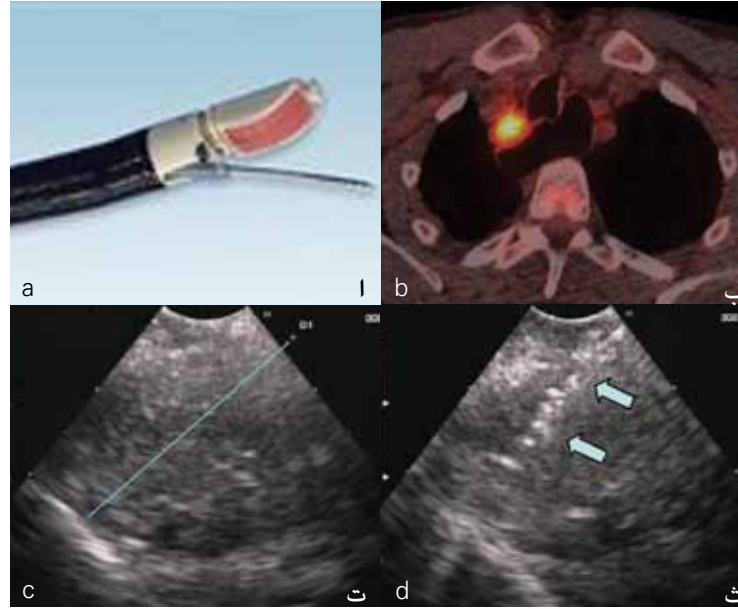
EBUS-TBNA. (a) Flexible bronchoscopy can be used to perform an endoscopic bronchoscopic (EB) ultrasound (US). This technique allows to perform a transbronchial needle aspiration (TBNA) of a lymph node suspicious for malignant cells. (b) Using a PET-CT scan, a high glucose uptake (yellow color) indicating metabolically active cells could be visualised in a right paratracheal dorsal lymph node. (c) The diameter of the target structure was 26 mm (blue line) as visualized with EBUS. (d) The transbronchial needle aspiration (arrows) was monitored in real-time with EBUS.
